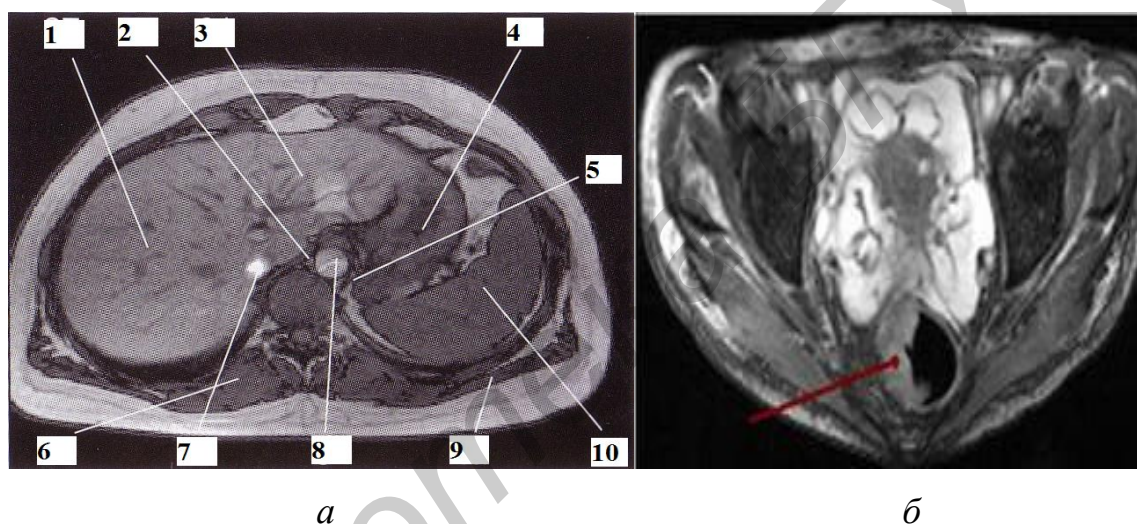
Магниторезонансные томограммы:
